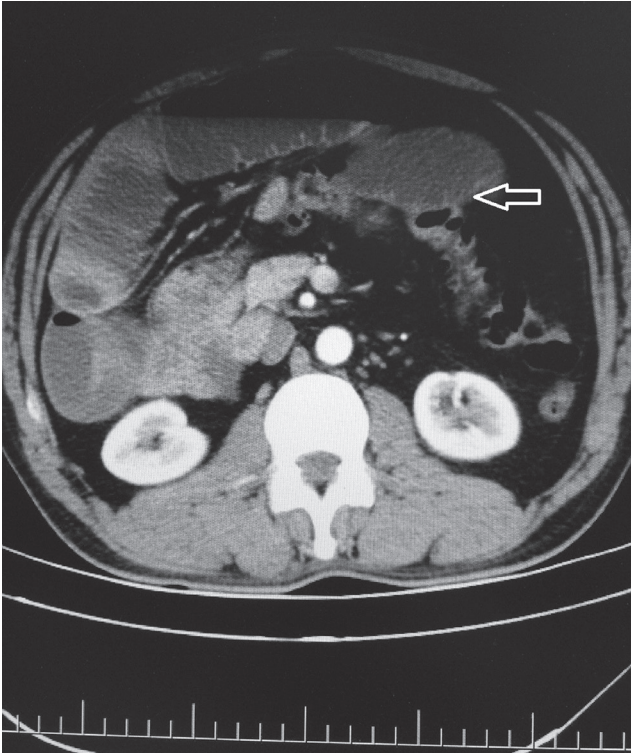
Computerized tomography scan of abdomen showing intestinal obstruction
